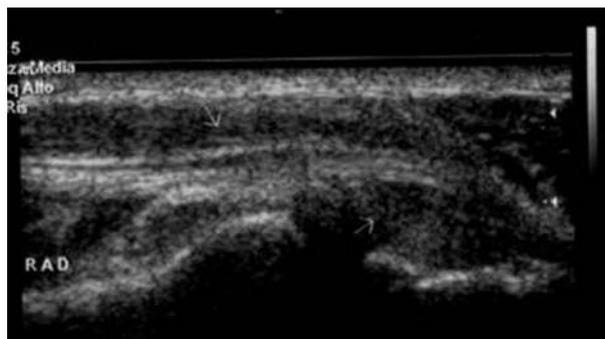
Quadro ecografico di epicondilitis e borsite. Si evidenzia un normale aspetto ecografico della articolazione omero-radiale.
